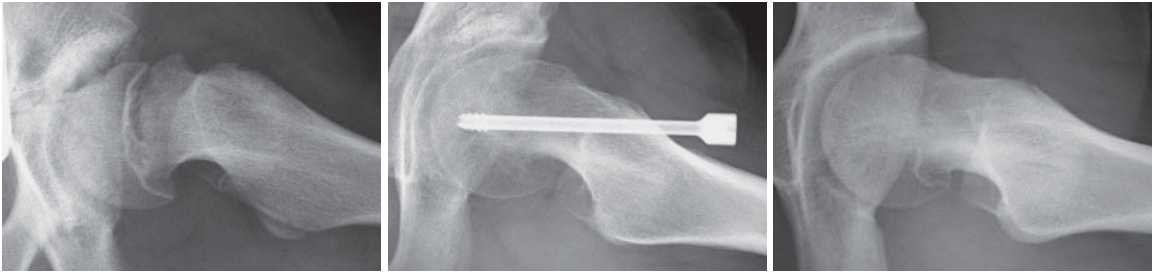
in situ pinning 後のFAIの典型的な変化(単純X線)
